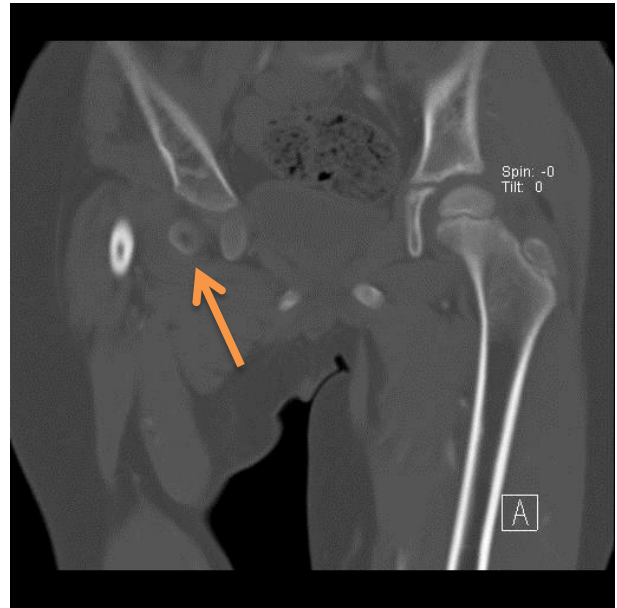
RTG pravé kyčle. Snímek po chirurgické rekonstrukci kyčle s naloženým zevním fixátérem
